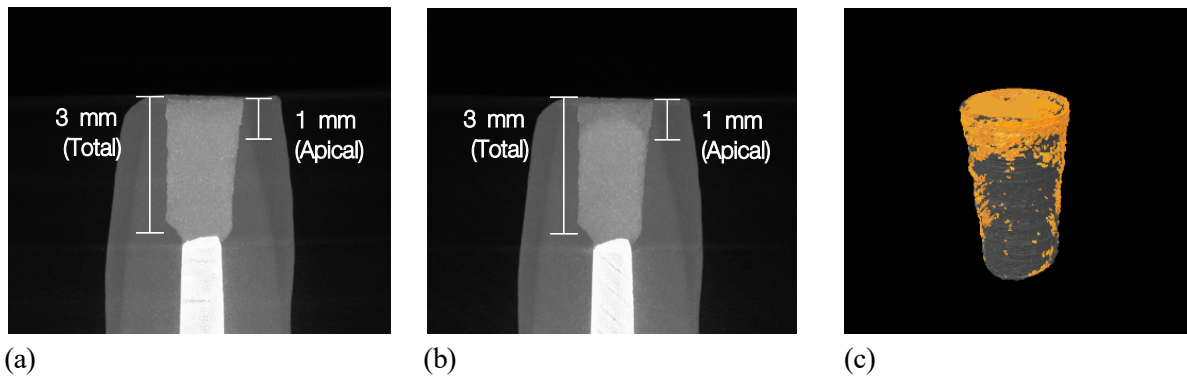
Representative micro-CT images of Biodentine (a) before and (b) after exposure to blood. (c) Representative 3D reconstructions of root-end filling material evaluated after exposure to blood. The gray cylinder shapes represent the filling materials, and the orange dots represent the overall defects of the root-end fillings.
